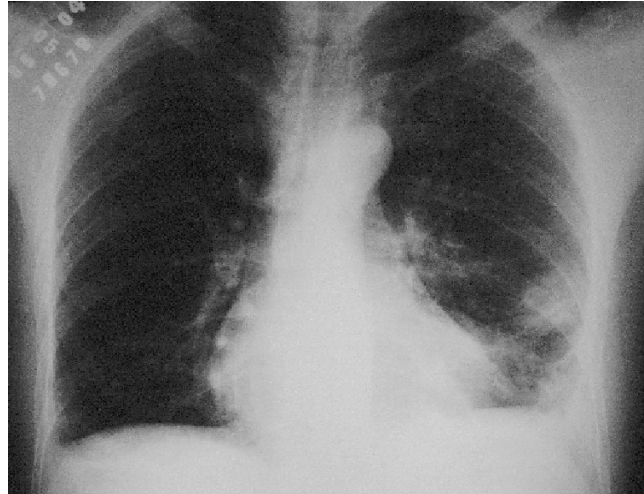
Radiografia de tórax na posição pósterio-anterior, evidenciando opacidade arredondada periférica na base pulmonar esquerda
